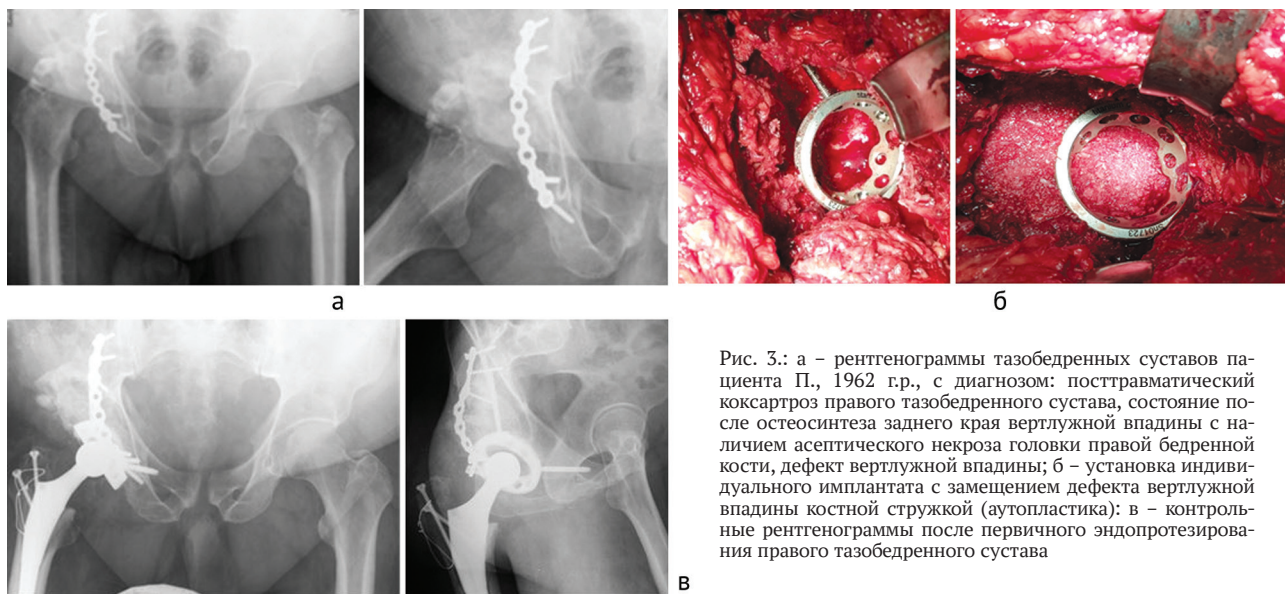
а – рентгенограммы тазобедренных суставов пациента П., 1962 г.р., с диагнозом: посттравматический коксартроз правого тазобедренного сустава, состояние после остеосинтеза заднего края вертлужной впадины с наличием асептического некроза головки правой бедренной кости, дефект вертлужной впадины; б – установка индивидуального имплантата с замещением дефекта вертлужной впадины костной стружкой (аутопластика); в – контрольные рентгенограммы после первичного эндопротезирования правого тазобедренного сустава
